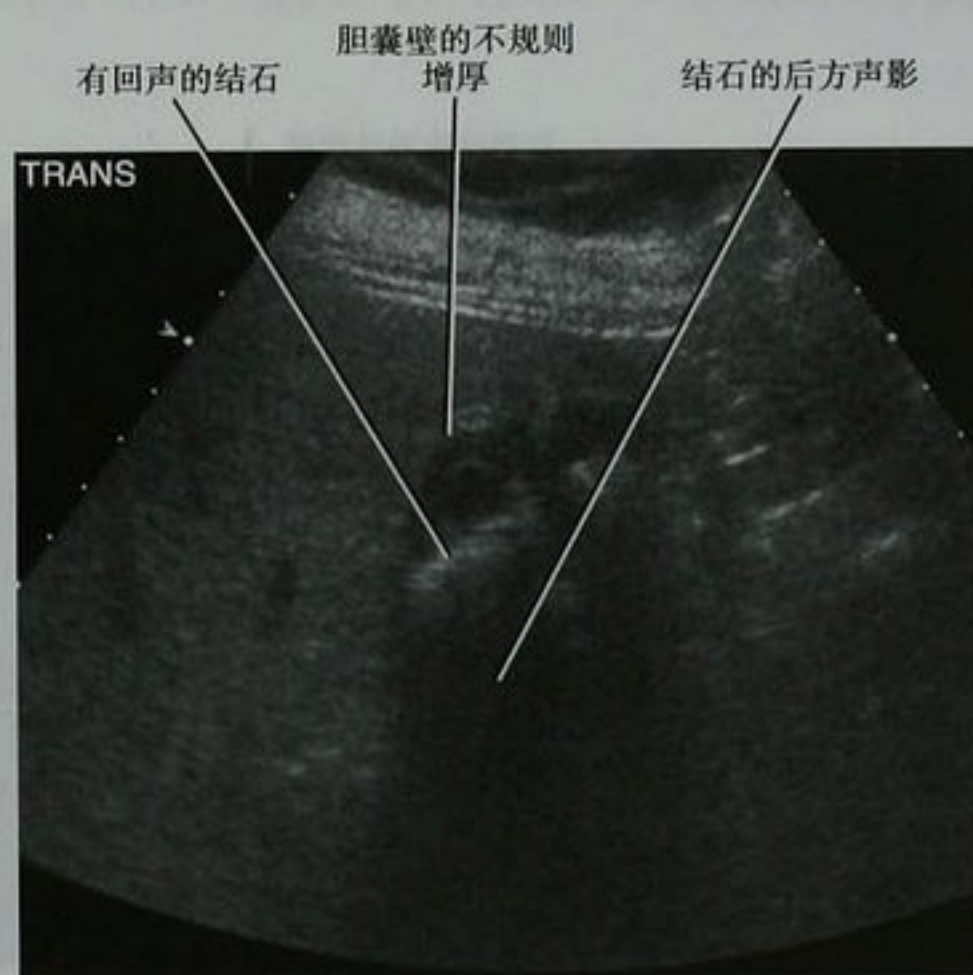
胆囊癌患者,胆囊的超声图像,最初的影像诊断为胆囊炎,但手术证实是胆囊癌
